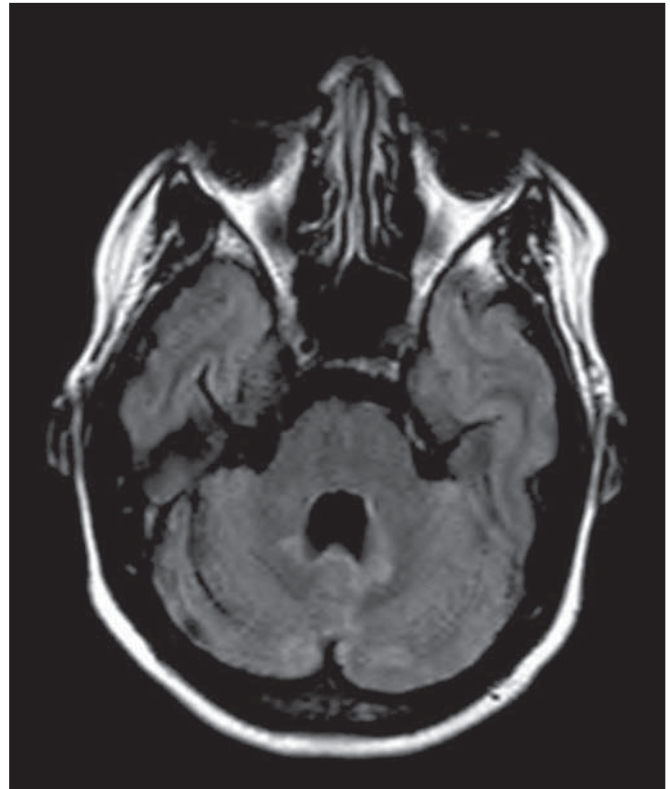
Epstein-Barr vírus, citomegalovírus e herpes simplex vírus. RM, imagem axial FLAIR identifica regiões assimétricas irregulares de hiperintensidade de sinal que afetam bilateralmente ponte e os pedúnculos cerebelares, sem significativo efeito de massa.
